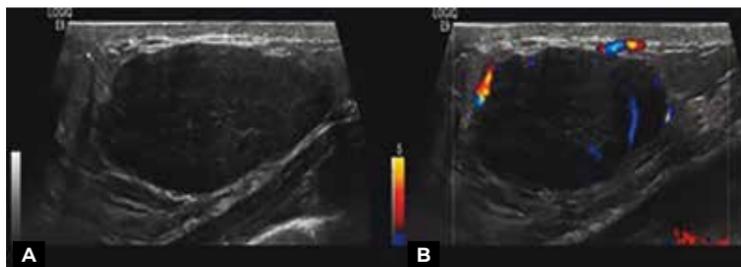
USG demonstra nódulo oval, circunscrito, paralelo à pele e hipocogênico (A), com vascularização interna ao Doppler (B).
